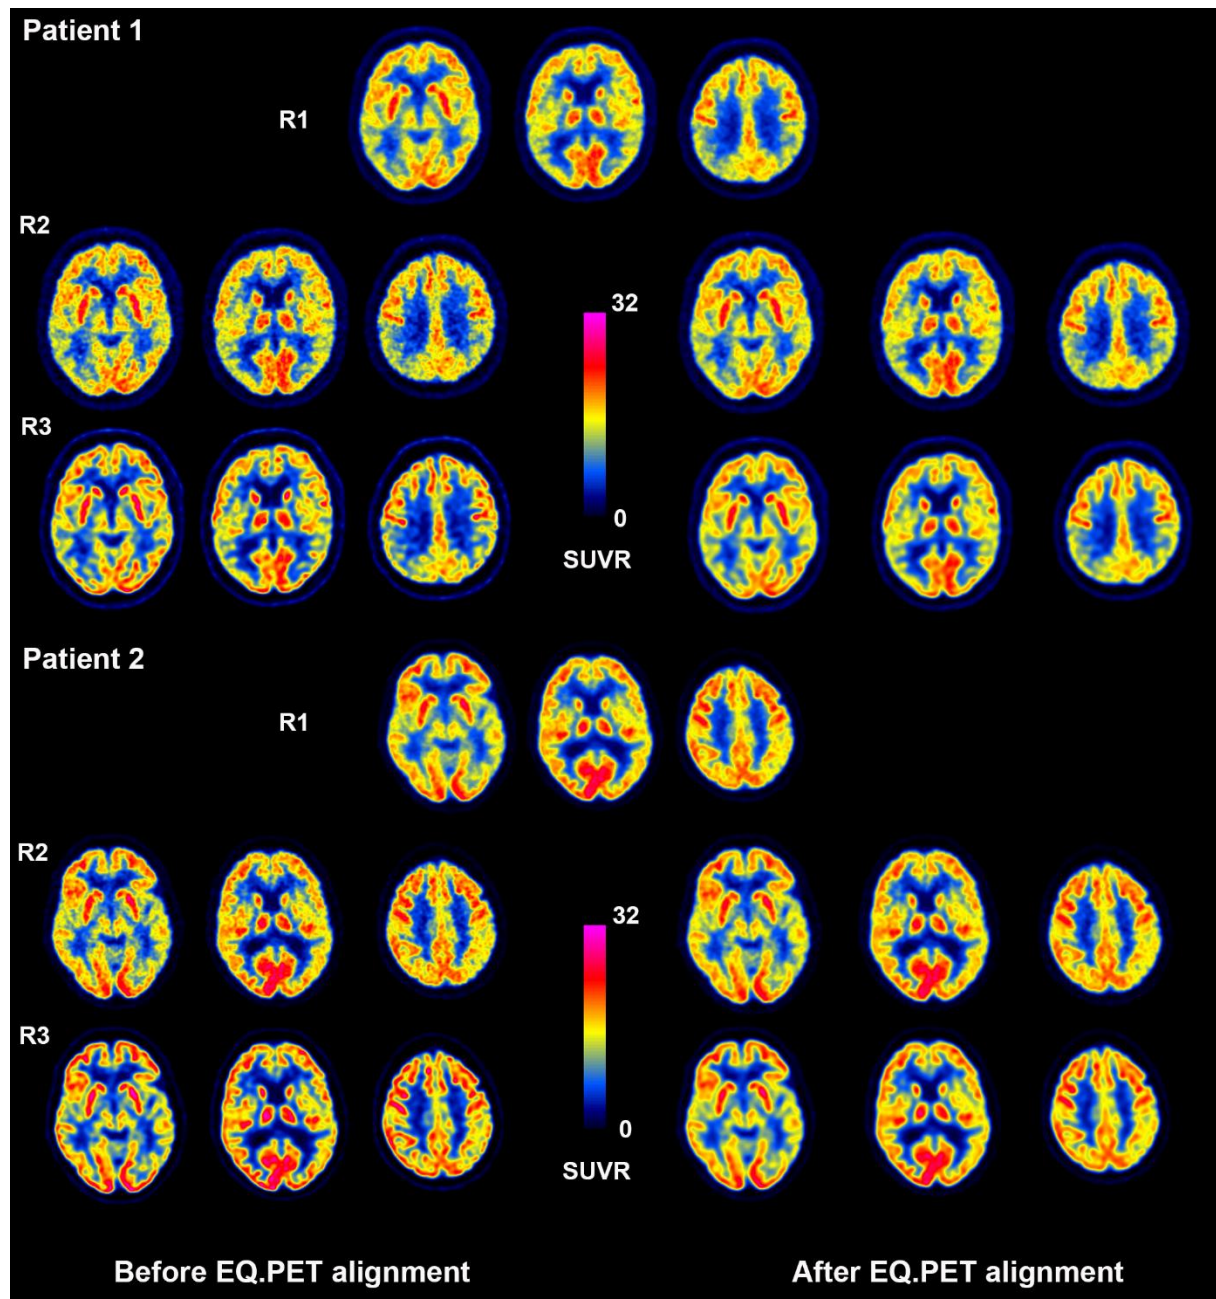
Réduction de la variabilité liée à la reconstruction pour deux patients dans trois plans axiaux, entre les reconstructions normalisées en intensité R_2 et R_3 comparativement à R_1 , avant (côté gauche) et après (côté droit) alignement EQ·PET.
